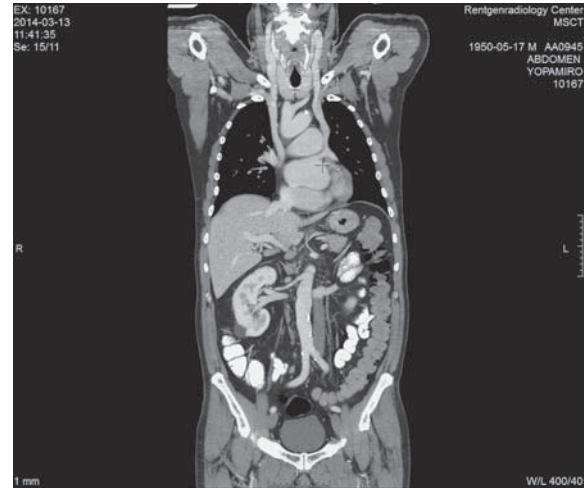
МСКТ-изображение грудной клетки и брюшной полости с болюсным усилением, венозная фаза, режим MIP, фронтальная плоскость. Правая и левая верхние полые вены, аномальной формы и положения “подковообразное” правое предсердие в виде “подковы” охватывает левое предсердие, правая полая вена и печеночные вены впадают в правый отдел правого предсердия, печеночный сегмент нижней полой вены отсутствует; двойное впадение левых полых вен в левое и правое предсердия (x). Правая и левая общие сонные артерии отходят от безымянного ствола дуги аорты.
